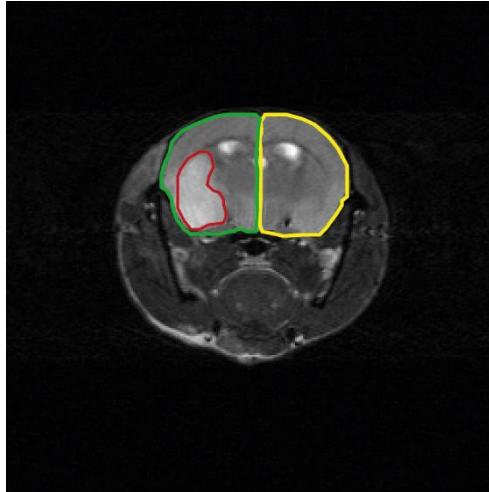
Infarktmetrie im MRT - Beispielbild eines T2-gewichteten cMRT-Bildes mit Infarkt. Das Infarktareal ist mit rot, die ipsilaterale Hemisphäre mit grün und die kontralaterale Hemisphäre mit gelb umrandet.
